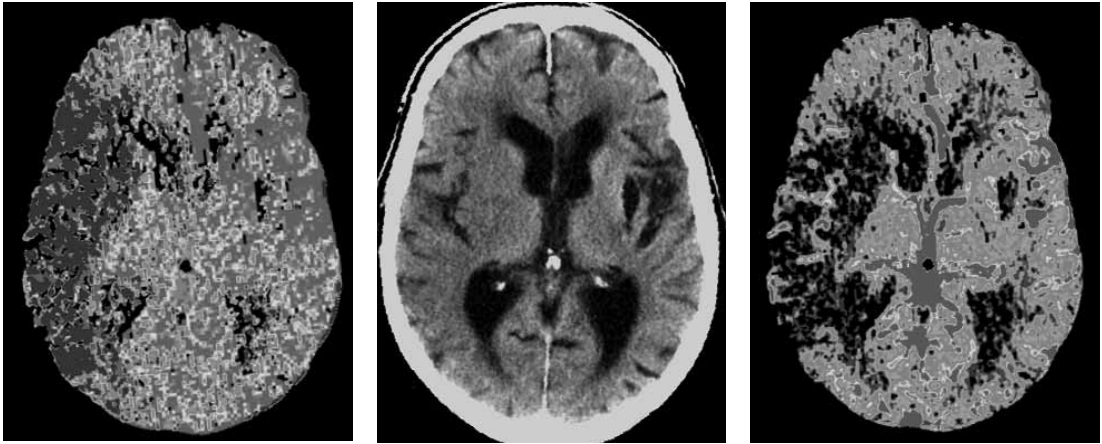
Ictus isquémico agudo. Corte axial sin contraste (a) que muestra hipodensidad del territorio de cerebral media derecha con borramiento de surcos. Antiguo infarto lacunar en putamen izquierdo. TC Perfusión (mapas de tiempo de tránsito medio (b) y de volumen sanguíneo cerebral (c) que muestran un área de extenso infarto hiperagudo en territorio de cerebral media derecha con área periférica de penumbra (alteración del TTM con volumen conservado).
